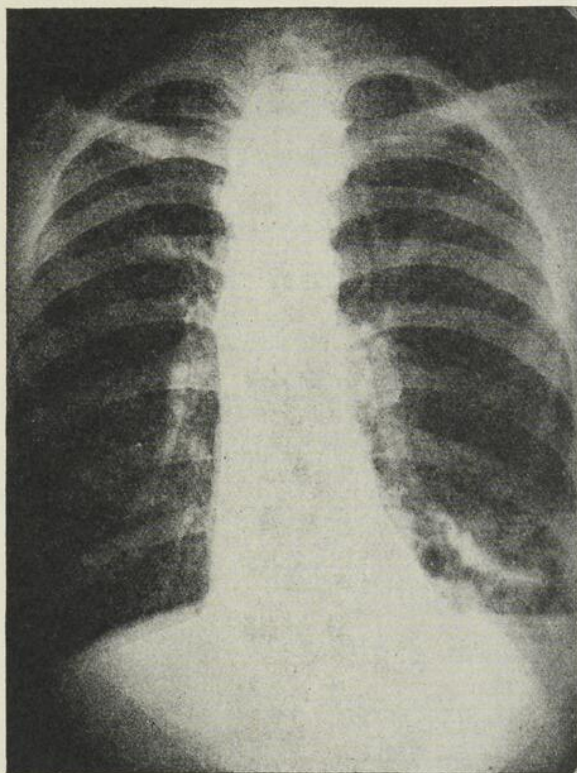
Robert L. — La radiographie permet de constater quelques niveaux liquides à la base gauche avec zones claires entourées de contours plus ou moins opaques. Opacités linéaires à la région sous-claviculaire droite et petite ombre circulaire dans le 2^e espace intercostal droit.
